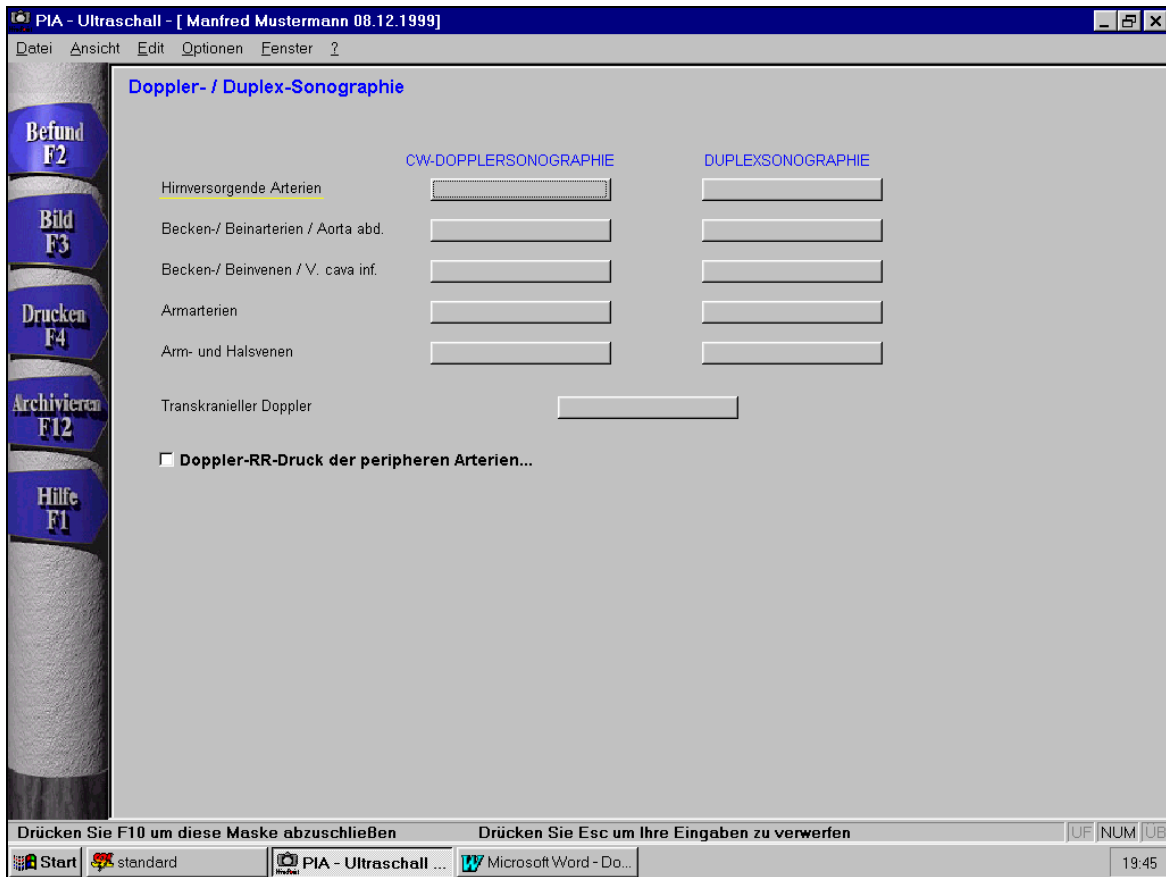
Menü „Doppler-/Duplexsonographie“
